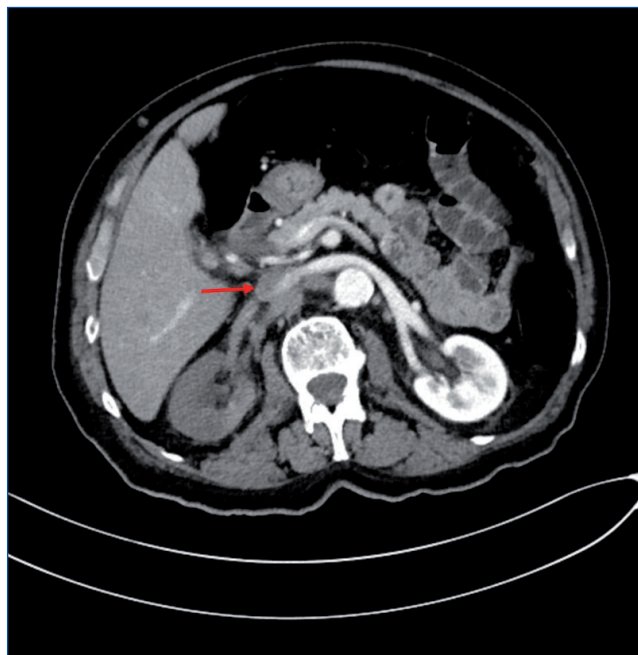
Tomografía computarizada abdominopélvica en que se objetiva oclusión completa de la arteria renal derecha (flecha roja).
